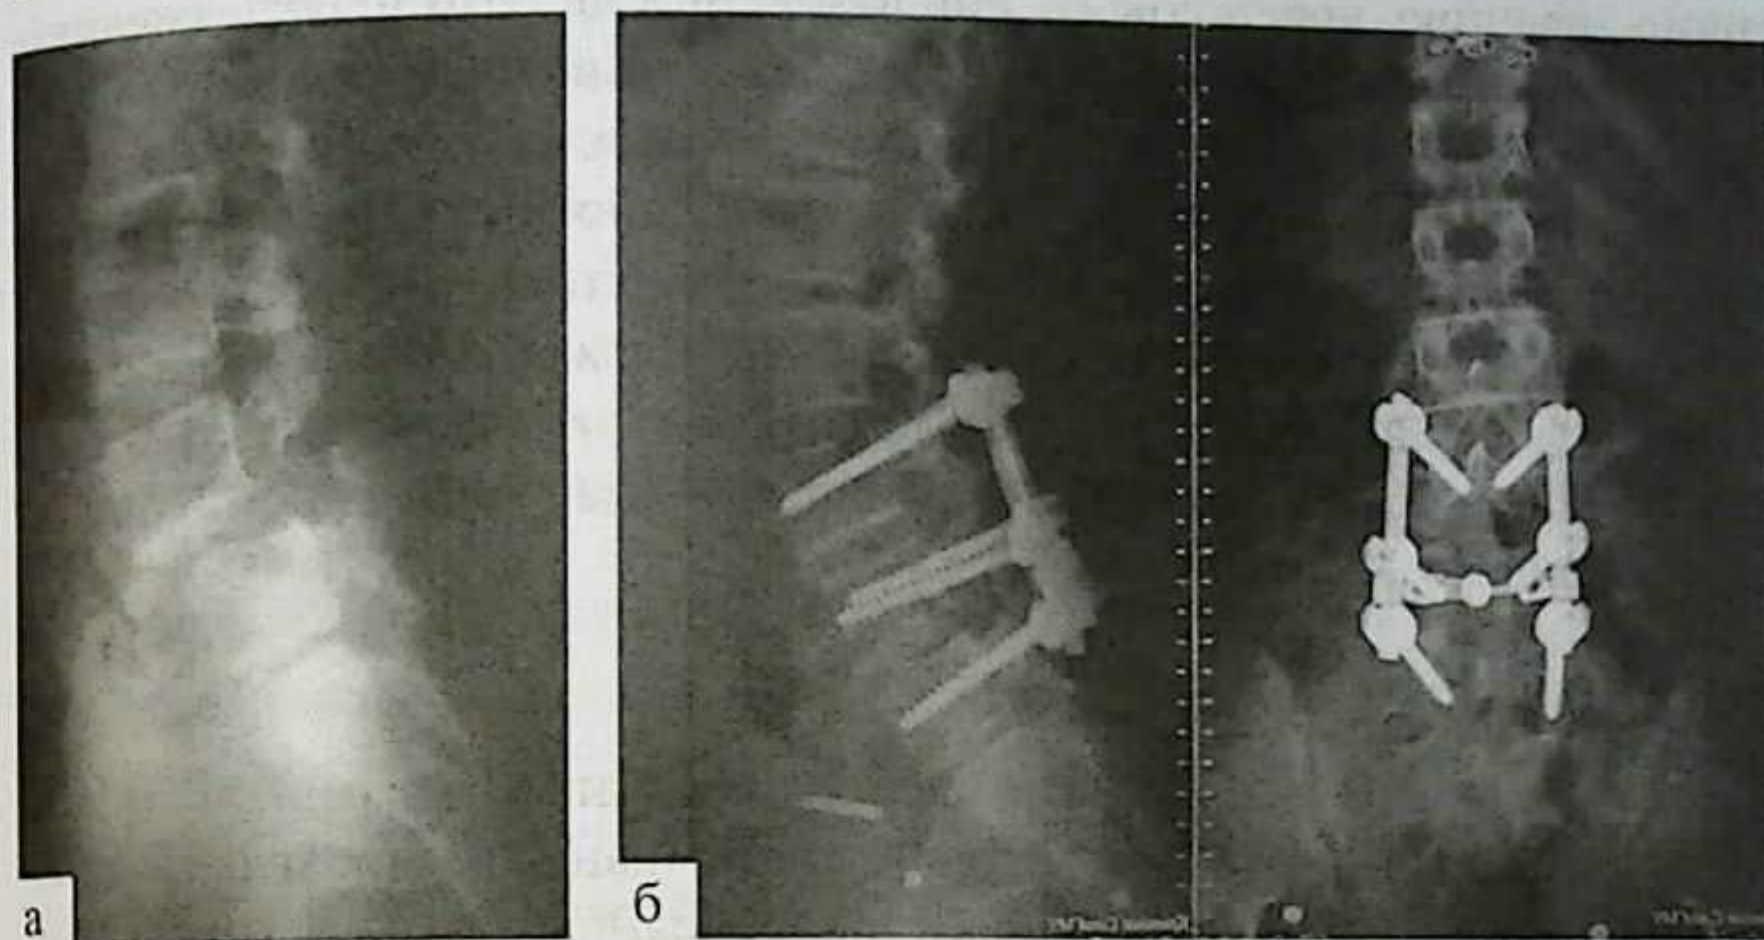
Боковая рентгенограмма пациента со спондилолистезом II степени (а); рентгенограмма после проведенного оперативного лечения (б)
